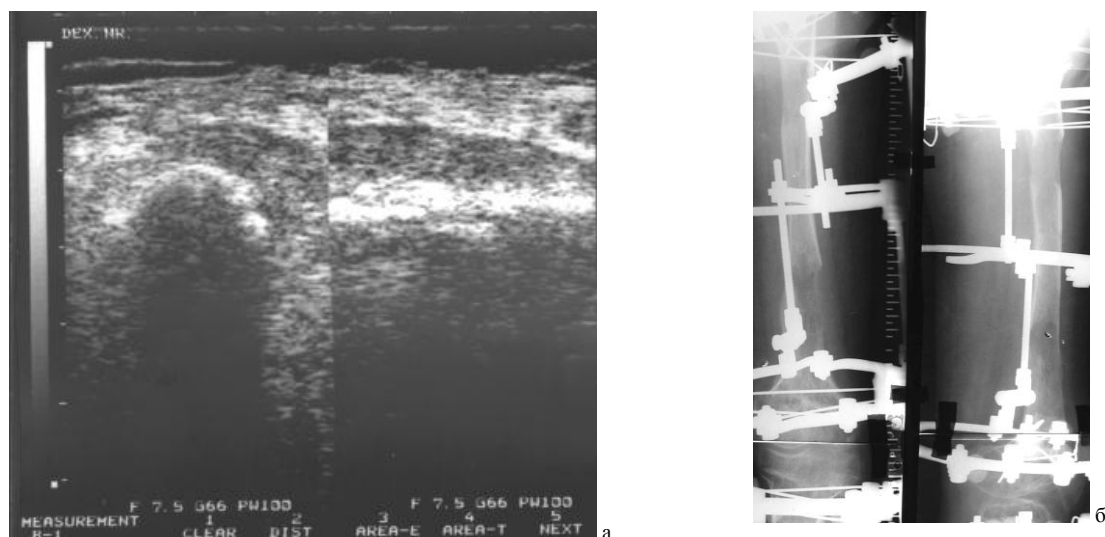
а) сонограмма верхнего регенерата: продольный и поперечный срезы (период фиксации 7 дней); б) рентгенограммы регенератов (7 дней фиксации).
